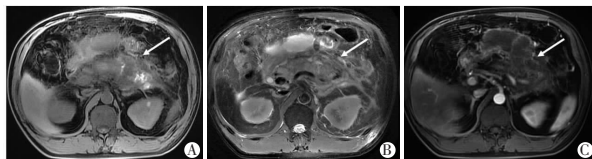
A-C. 男,51 岁,既往发作急性胰腺炎 1 次,本次发病 3 h,MRI 检查表现为混合坏死型 RAP,胰周坏死性积聚(箭头),伴胰腺实质出血。
